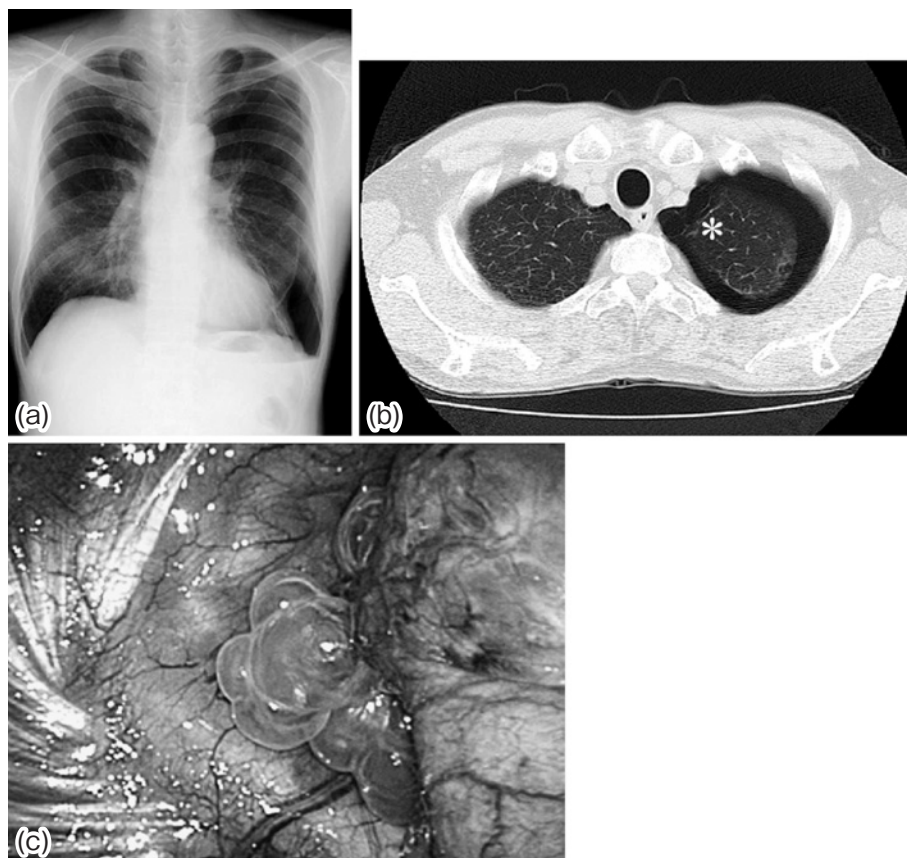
Case 1. (a) Chest X-ray on admission shows left spontaneous pneumothorax. (b) Preoperative chest computed tomography for pneumothorax detection shows no evidence of carcinoma around the bullous region. Asterisk (*) indicates the bullous lesion at the apex of the lung. (c) The bullous lesion observed at the apex of the lung in Case 1 during surgery.
